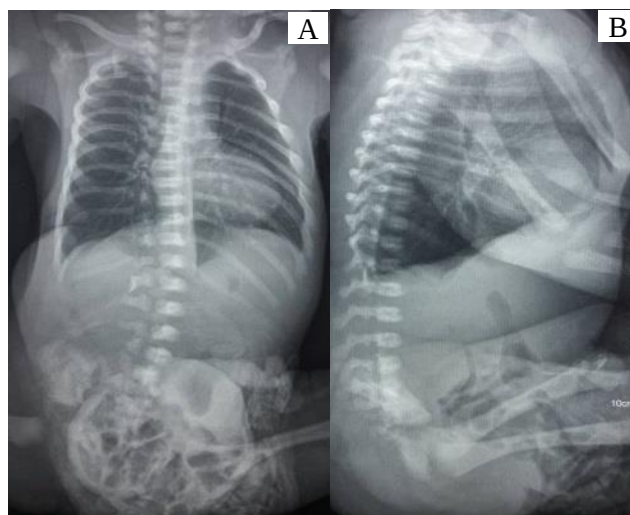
Radiografie panoramică toraco-abdominală (A – anteroposterioară; B – laterală pe dreapta): aspectul anselor intestinale aerate localizate în sacul embrional la un nou-născut cu omfalocel
